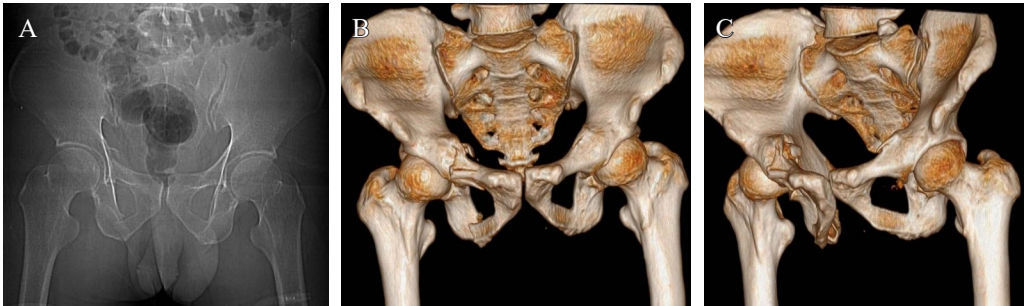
A. 术前X线示左侧耻骨上下支骨折；B、C. 术前骨盆三维CT；D. 术后2 d的X线示钢板、螺钉位置合适；E. 术后4个月X线示骨折已愈合；F. 术后9个月患者功能恢复良好，Majeed评分为优
